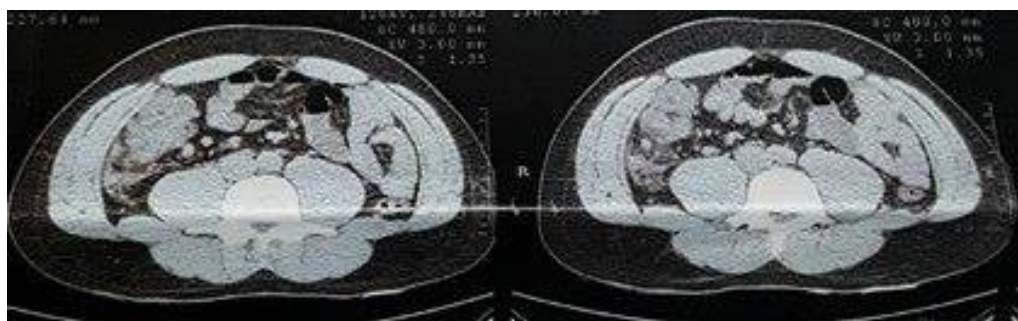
TC de admissão, evidenciando imagem sugestiva de coleção em FID.
